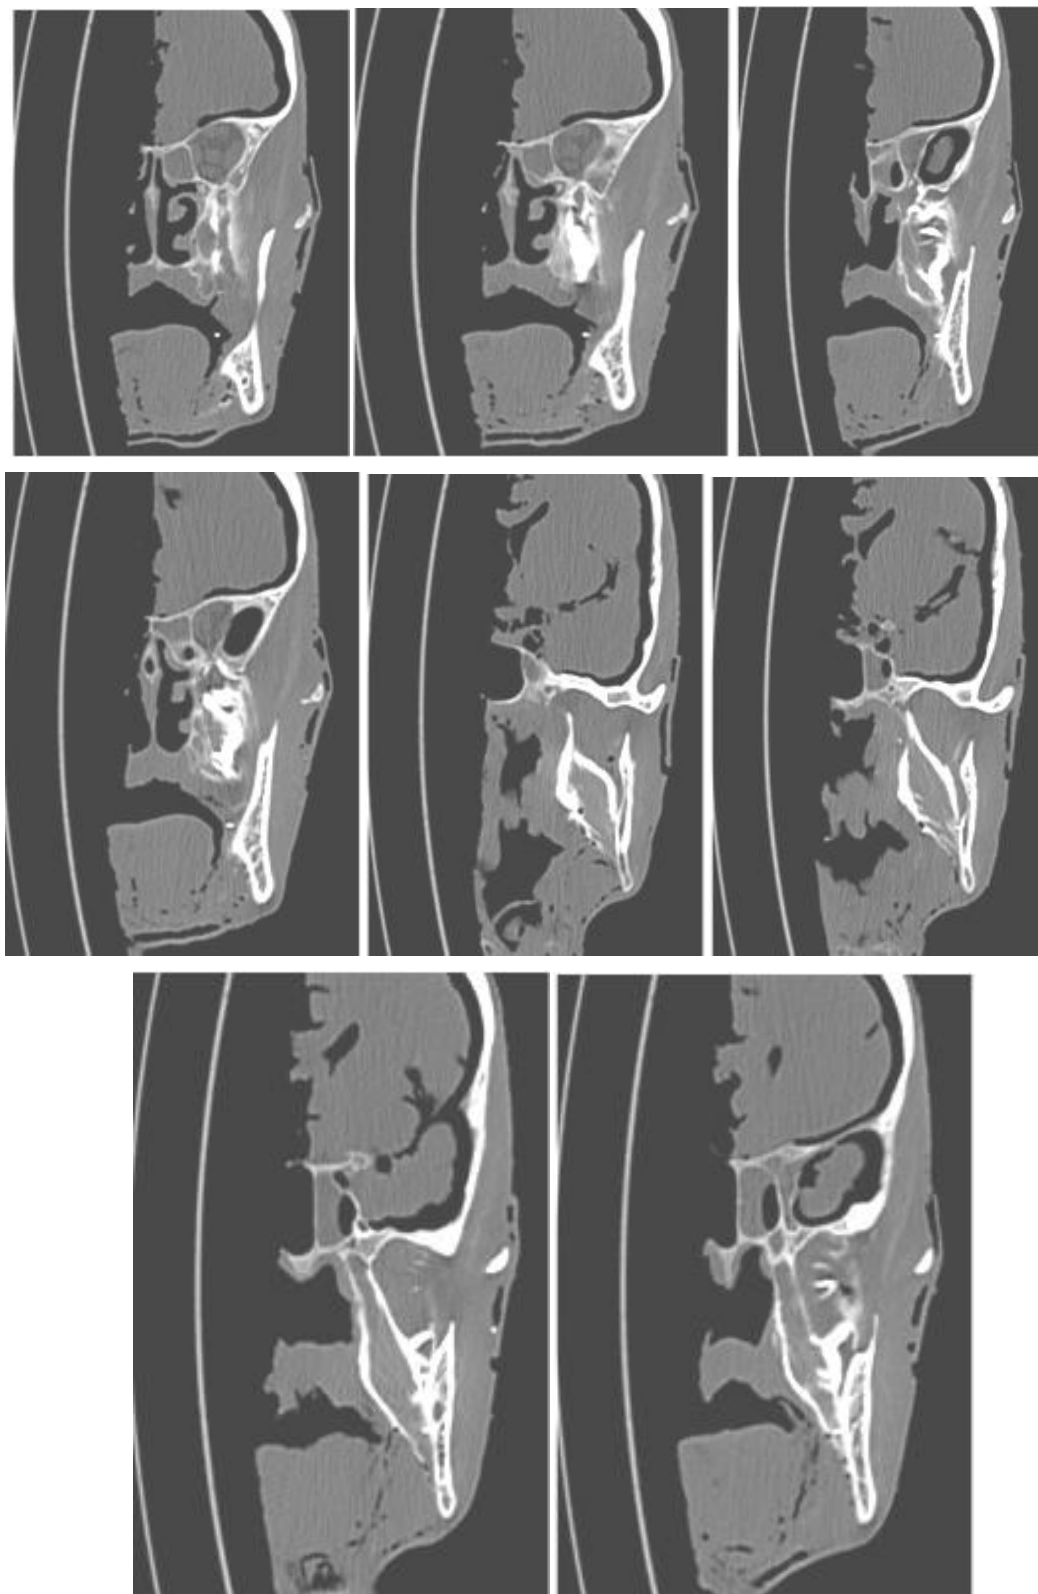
Распространение анестезирующего раствора на томограммах.
